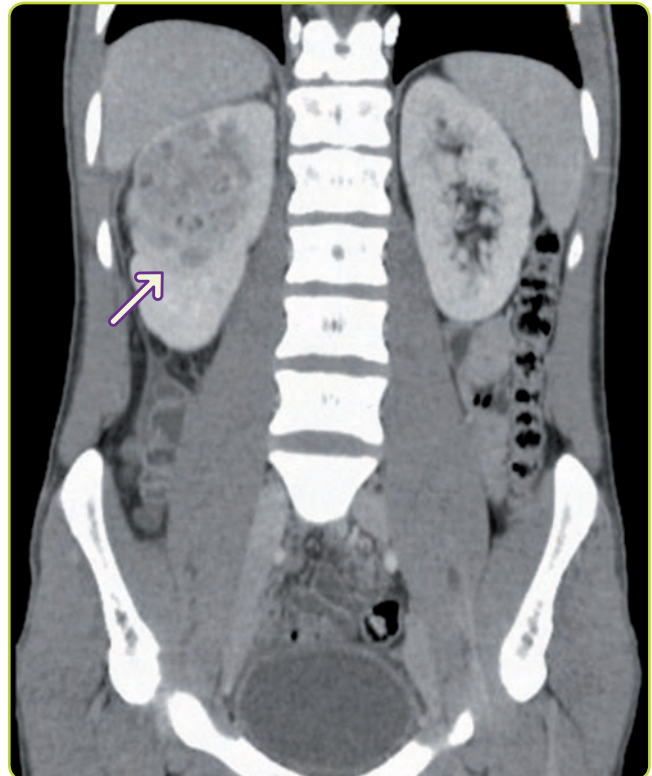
Pielonefritis. Reconstrucción coronal de TC de una pielonefritis del riñón derecho.
